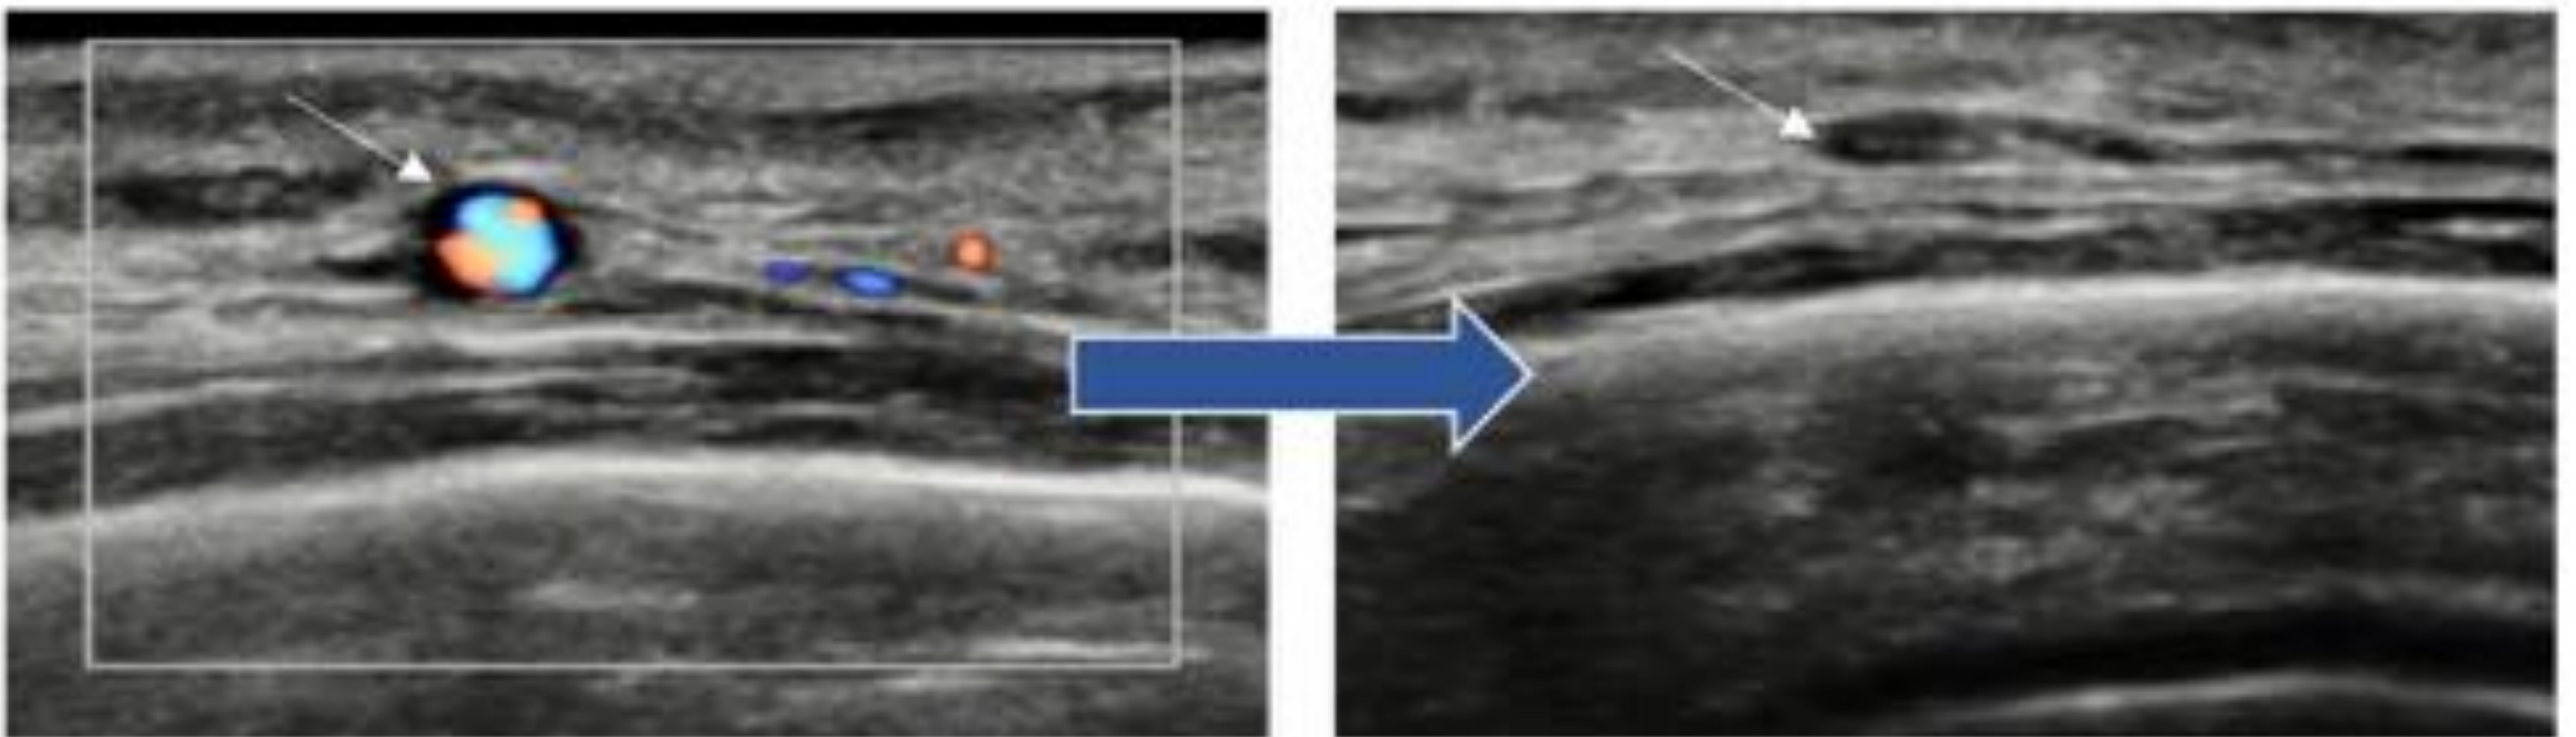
Cortes transversales de arteria temporal normal en estudio Doppler, donde se observa una correcta de compresión del vaso (flechas blancas pequeñas).
